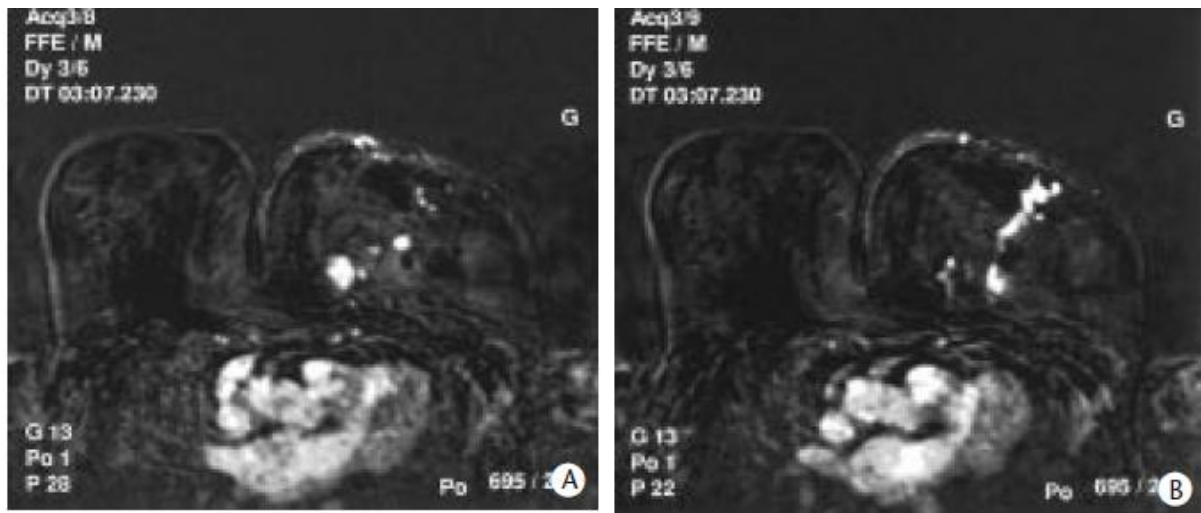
IRM mammaire, bilan de multifocalité d'un cancer : l'IRM montre un rehaussement de la tumeur principale du quadrant supéro-interne du sein gauche et révèle plusieurs autres localisations s'étendant vers la région mamelonnaire (A, B) (cancer infiltrant multifocal).
